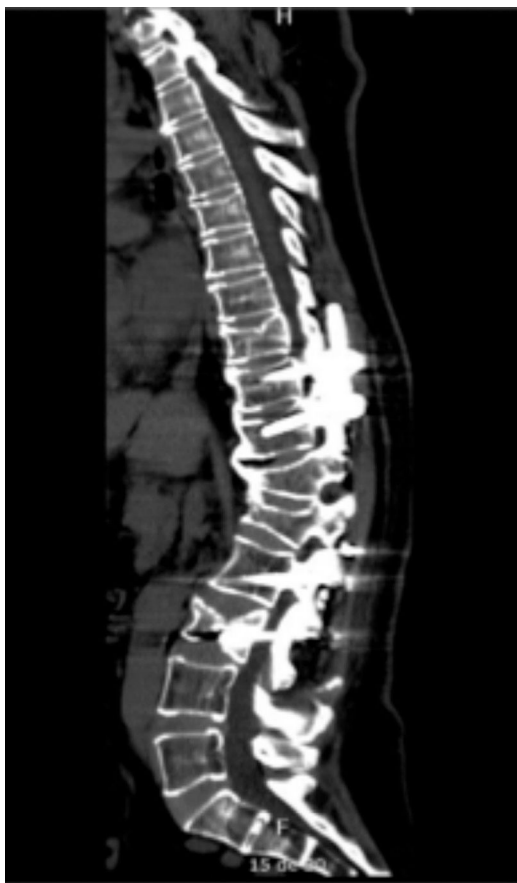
Tomografía computarizada de columna vertebral, corte sagital, en la que se evidencian tornillos transpediculares en vértebras torácicas 10 - 11 y lumbares L2 - L3; hipercifosis residual a nivel de fractura por acuñamiento en los cuerpos vertebrales T12-L1; disminución de la altura del cuerpo vertebral L3; espondilosis de columna torácica y lumbar y disminución de la matriz ósea.
